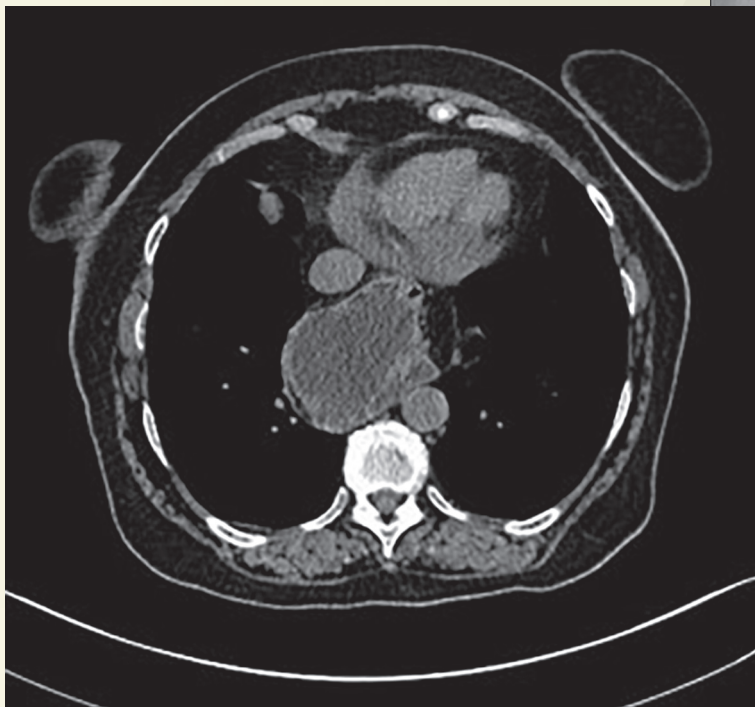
Tomografía axial computada en fase simple
